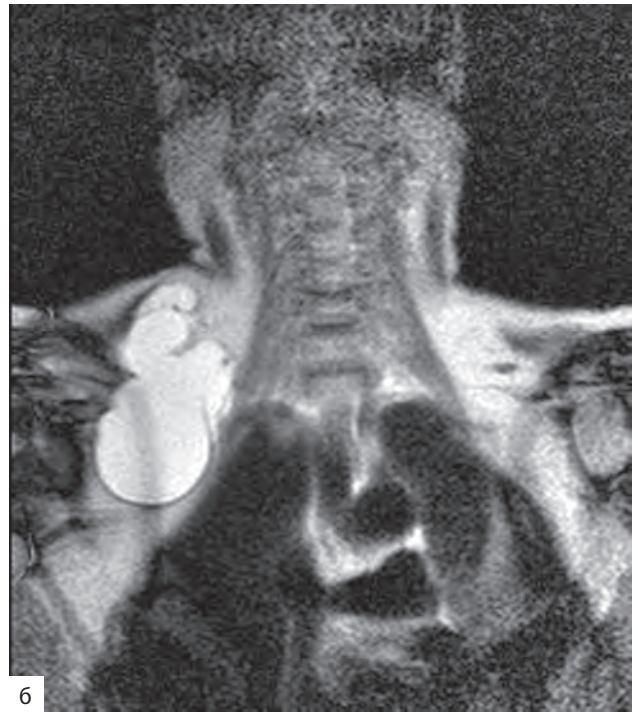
Магнитно-резонансная томография при боковой кисте шеи с распространением на грудную стенку: а — КТ-реформация в сагиттальной плоскости; б — МРТ во фронтальной плоскости; в — МРТ в сагиттальной плоскости
